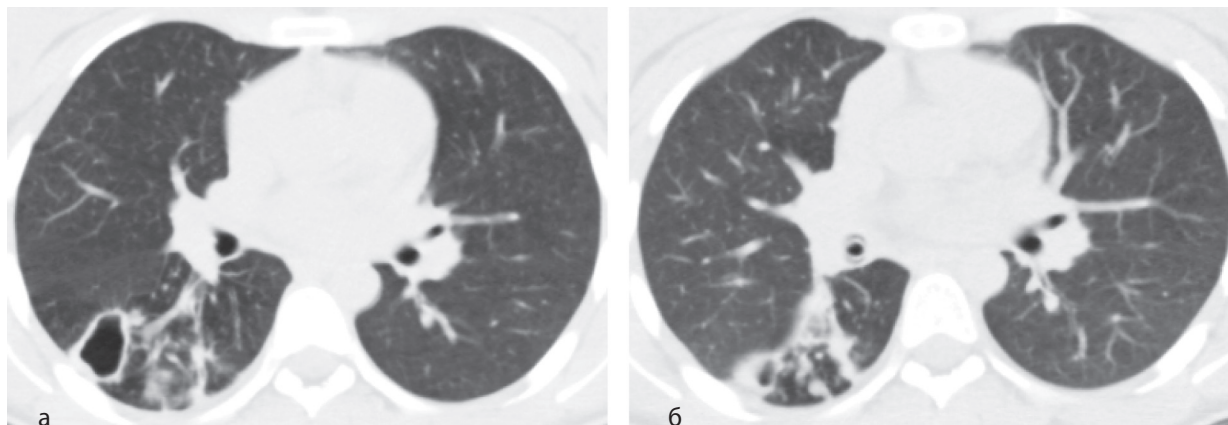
КТ легень на момент початку ІФХТ (а) та через 4 міс лікування (б).
